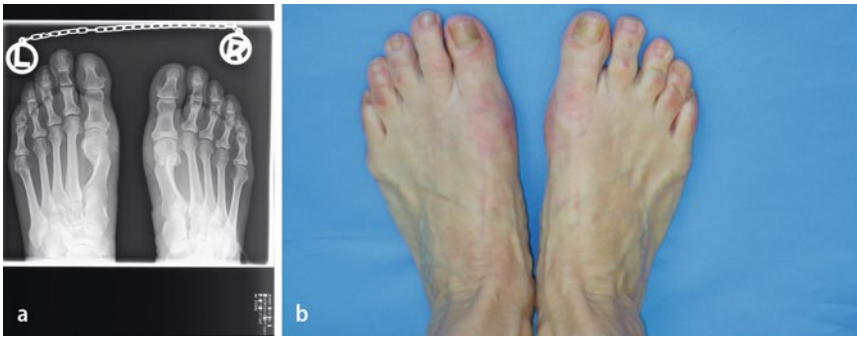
▲ 16 Monate postoperativ ist eine schmerzfreie, voll belastbare Situation dokumentiert, bei vollständig reizlosen Narbenverhältnissen. a Röntgenbild b Fotodokumentation
